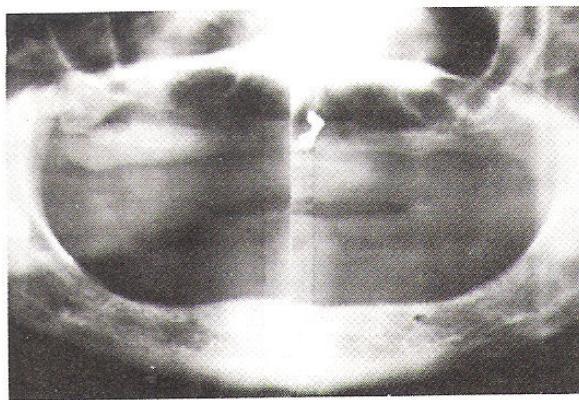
Panoramic radiograph demonstrates loss of bone also contributing to loss of denture retention
